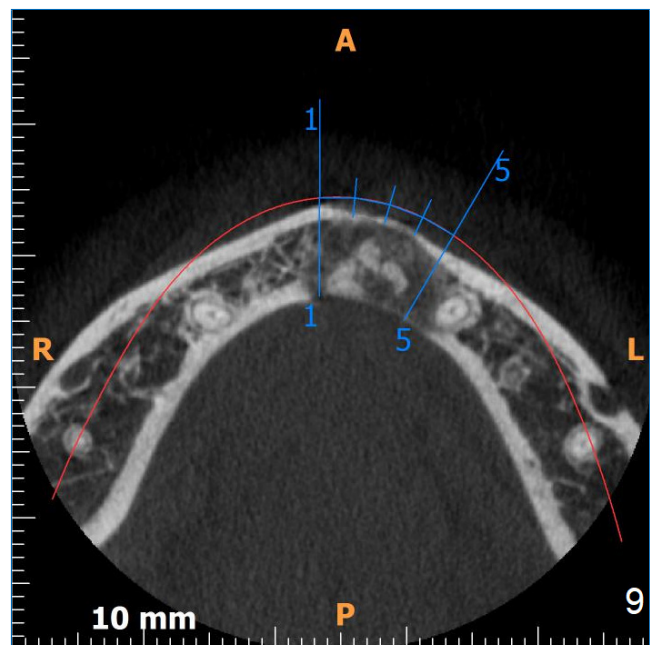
Tomografia computadorizada de corte axial evidenciando a calcificação da lesão (2017).
